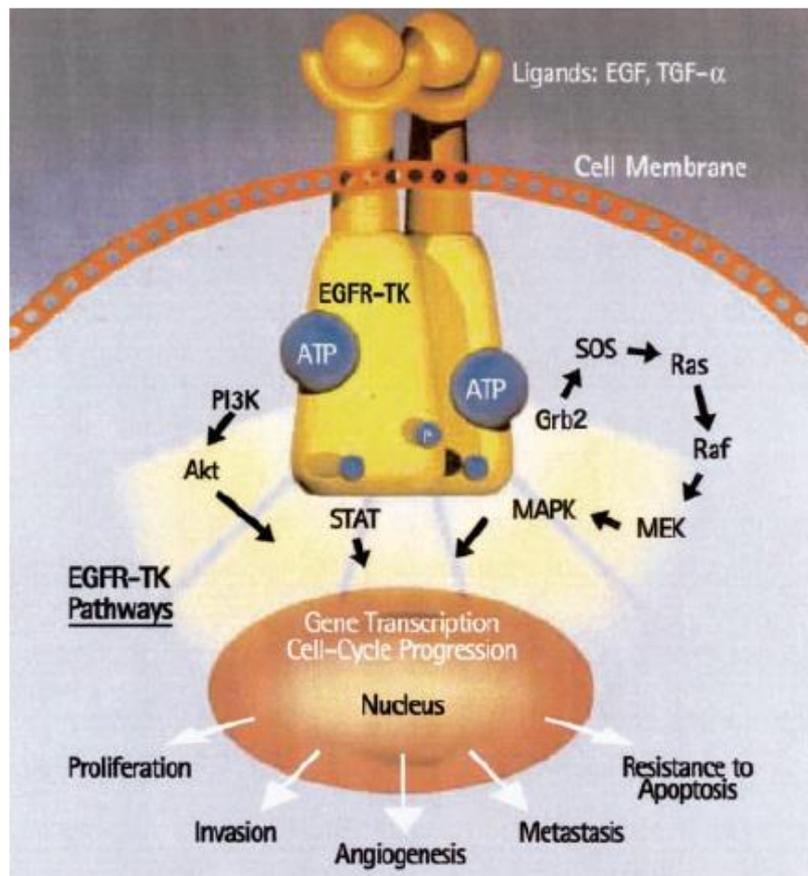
Vías Claves de Transducción de EGFR-TK activado
